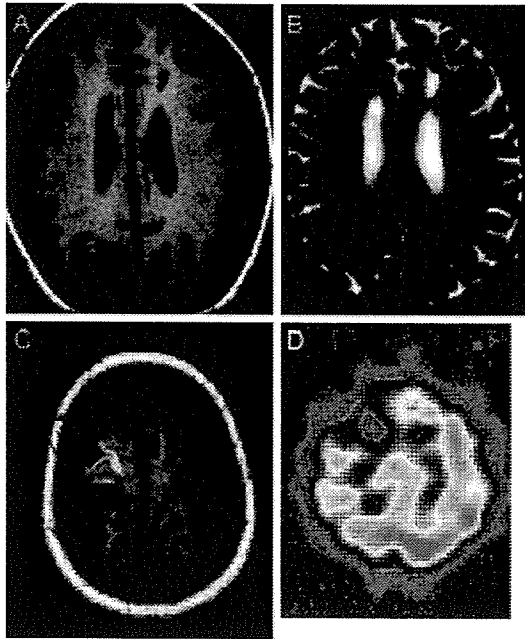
Case 1. Magnetic resonance imaging scans (A and C, T1-weighted scan; B, T2-weighted scan), showing cerebral infarction in the left frontal region and hemorrhagic infarction in the right frontal region. SPECT scan (D), showing decreased blood flow in the right frontal region.
